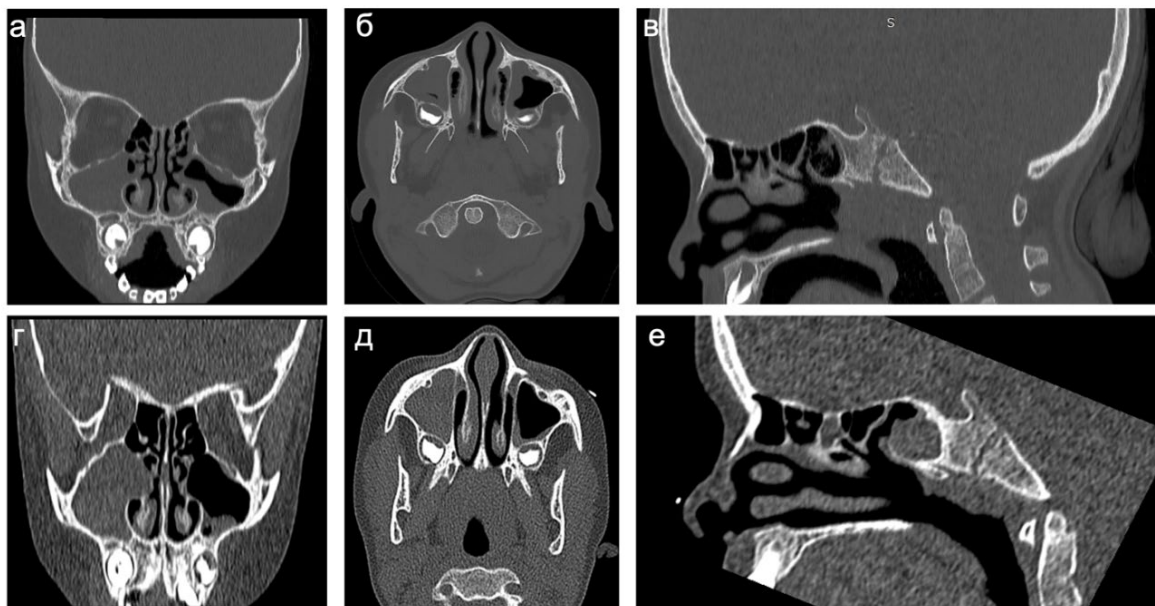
МСКТ ОНП пациента с МВ 6 лет (генотип F508del/F508del) до (а-в, 9 баллов по LMS) и через 13 месяцев после старта (г-е, 10 баллов по LMS) таргетной терапии препаратом IVA/LUM. Проекция: а, г – коронарная; б, д – аксиальная; в, е – сагиттальная
